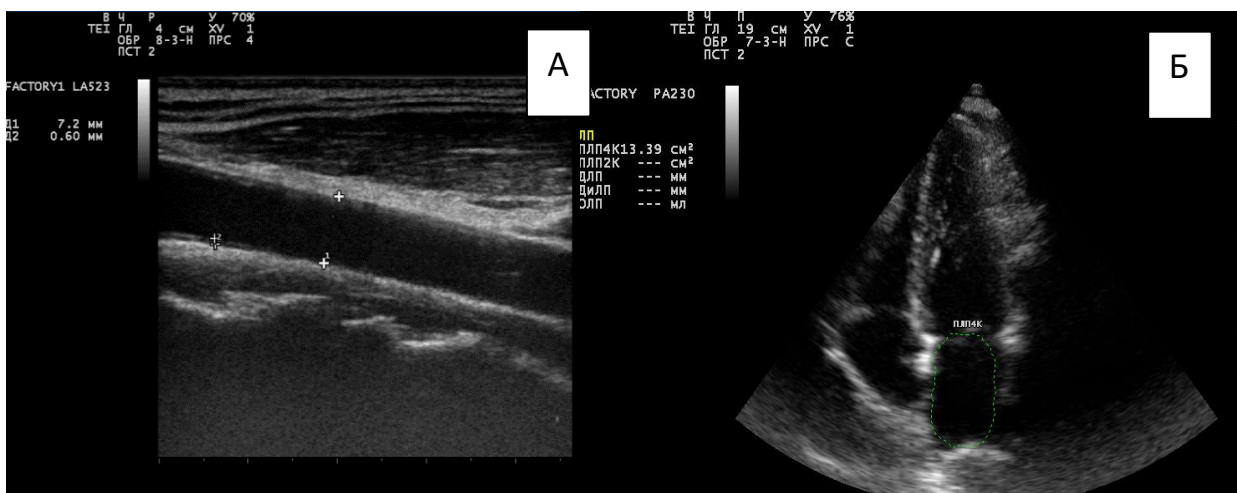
Данные ЭхоКГ и УЗИ брахиоцефальных артерий пациента Г., 45 лет
